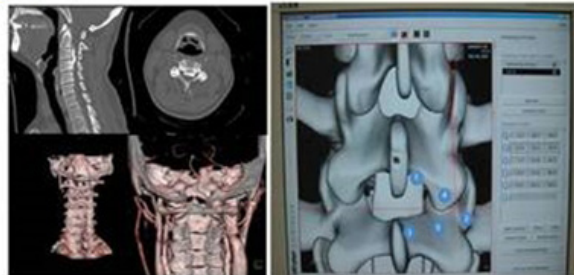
Preoperative planning. 1. Acquire computed tomography/magnetic resonance imagings (ST/MRIs) (left-upper); 2. Making contours (left-lower); 3. Approach: confirm the right patient's image, right position, no false images and adequate image needed (left-lower); 4. Set up reference points (right-lower).
